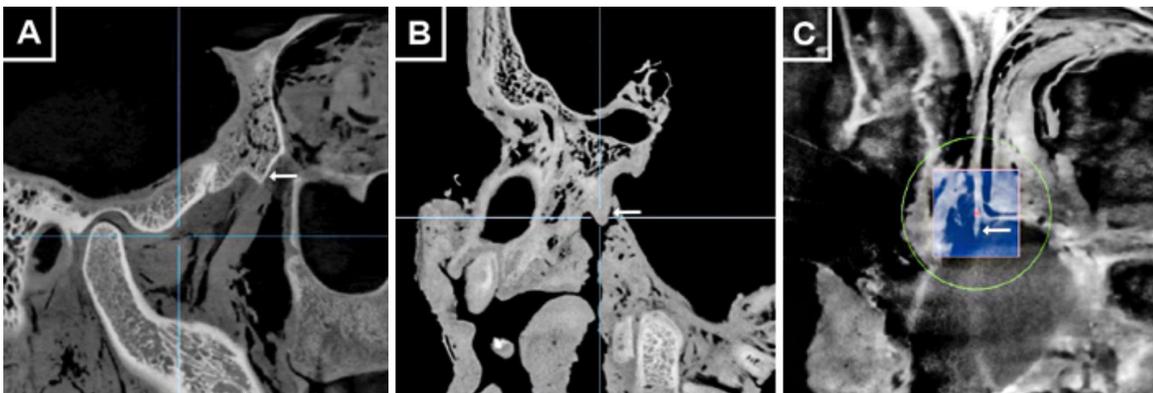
Presencia de tubérculo esfenoidal A) Tomografía de hemicabeza N°3 en la que se observa el tubérculo esfenoidal en su forma piramidal B) Tomografía de hemicabeza N°6 en la que se observa el tubérculo esfenoidal en su forma piramidal truncada C) Tomografía de hemicabeza N°7 en la que se observa el tubérculo esfenoidal en su forma laminar.
